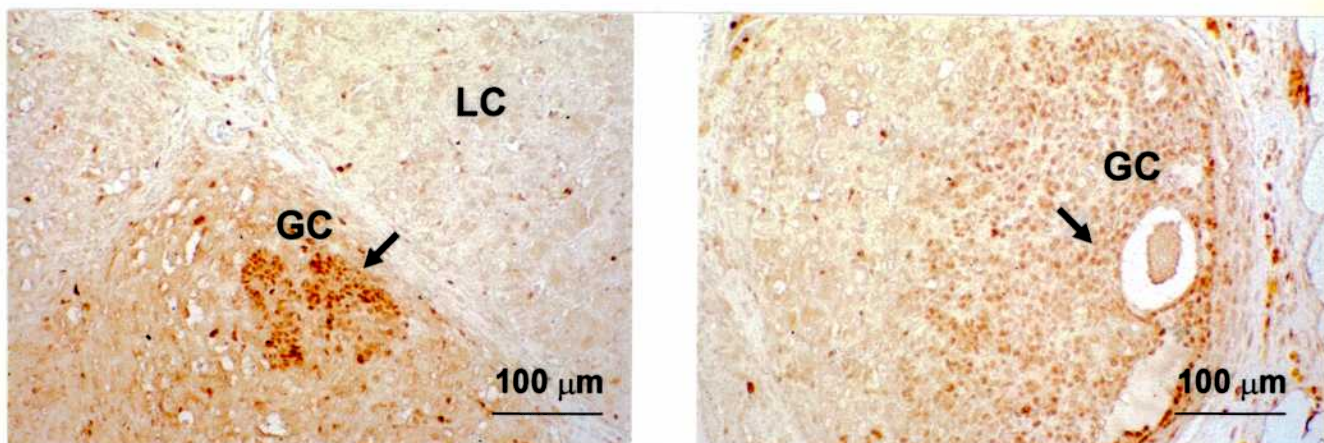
Inmunorreactividad correspondiente al PCNA en un luteoma de 1 mes de desarrollo. Anti-PCNA: 1:100. Abreviaturas para esta figura y las siguientes: GC: células de granulosa, LC: células lúteas y TC: células tecaes. Se observó inmunotinción principalmente en células de granulosa. Las flechas indican tinción anti-PCNA positiva.
